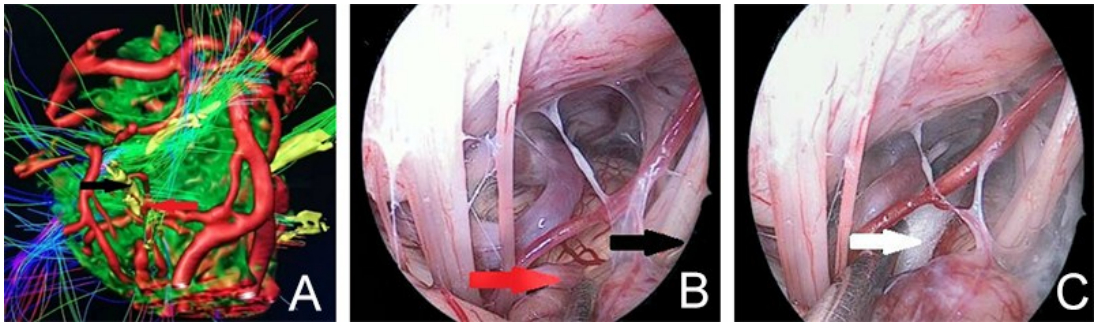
原发性面肌痉挛术前MRI多模态三维重建影像与神经内镜下观察,黑色↑示面神经,红色↑示责任血管,白色↑示Teflon垫棉
